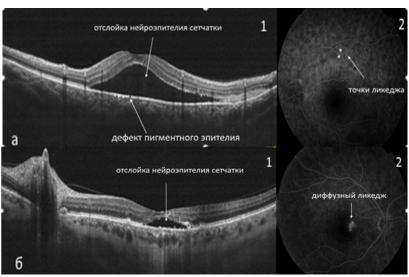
Острая (a) и хроническая ЦСХР (б). 1 – томограмма сетчатки, 2 – флюоресцентная ангиограмма сетчатки
